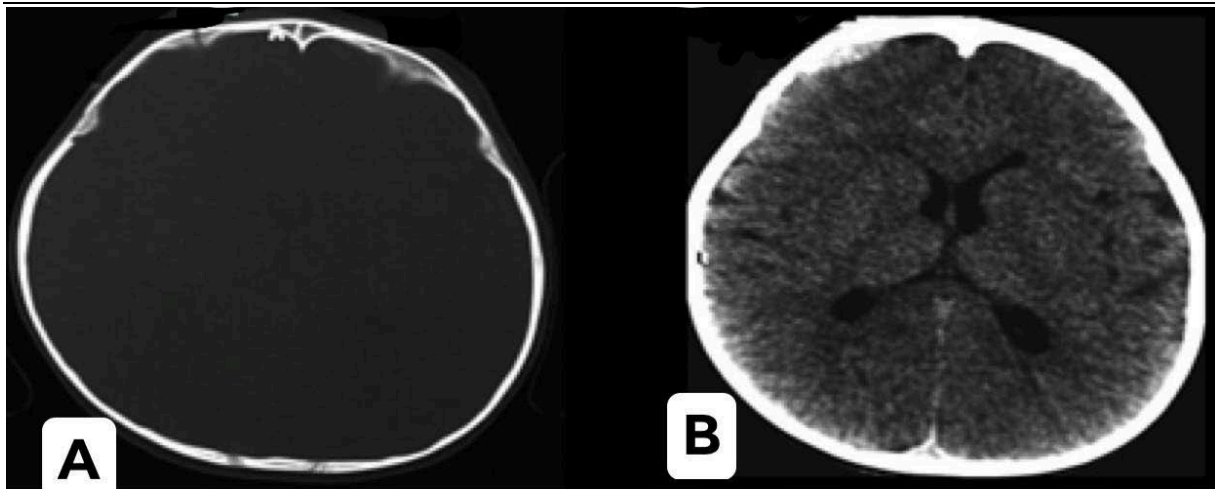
TDM cérébrale en coupes axiales :
